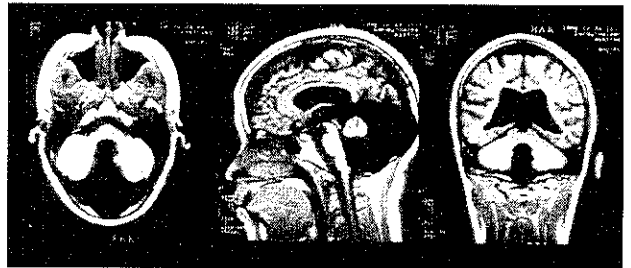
14才女児、突然の頭痛、嘔吐で発症。V-Pシャント後CT Ventruculographyで中脳水道開存を確認し、そのまま追跡。2年後のMRIでもDandy-Walker嚢胞の大きさは変わらず。
